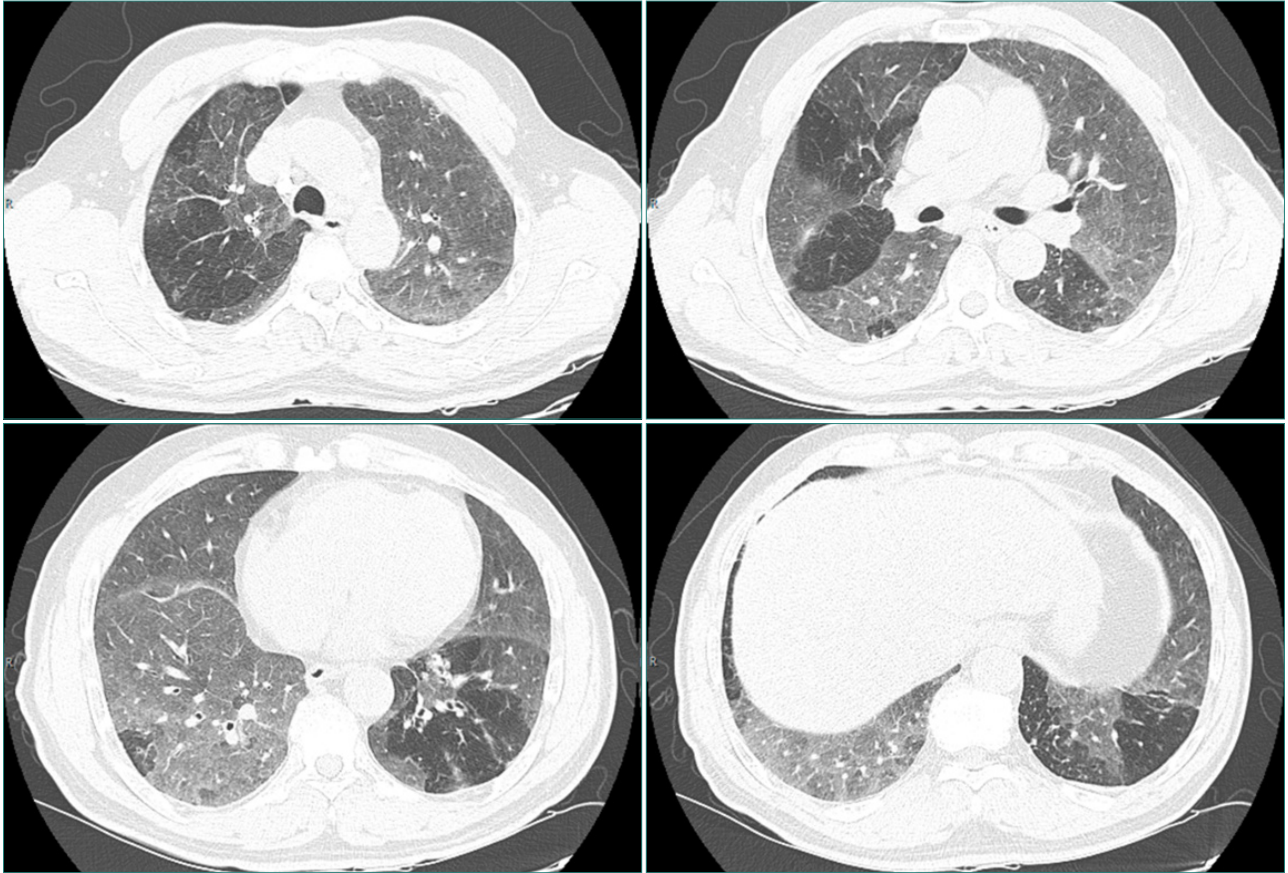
Nonfibrotic hypersensitivity pneumonitis HRCT patterns. Axial HRCT scans through the lung show diffuse and heterogeneous bilateral ground-glass opacities. Note striking lobular and segmental areas of decreased attenuation and vascularity due to air-trapping.
